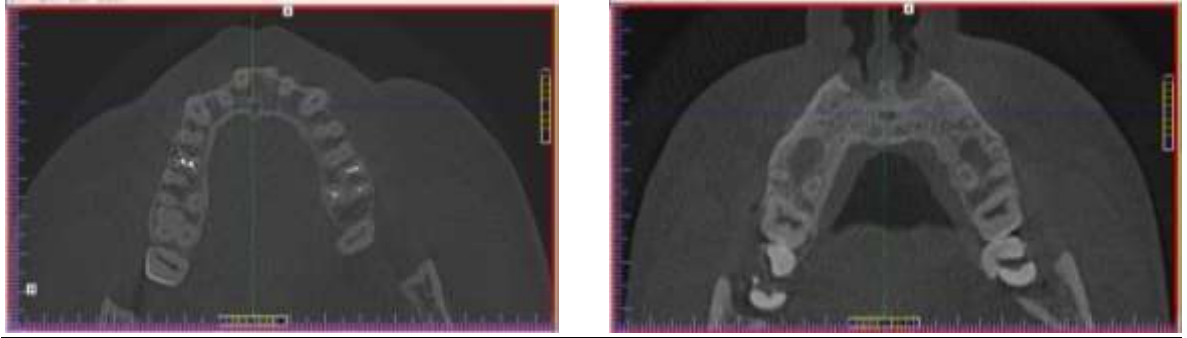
Фрагменти КТ-знімка пацієнта Ж.,24 роки для проведення вимірів носопіднебінного каналу.
